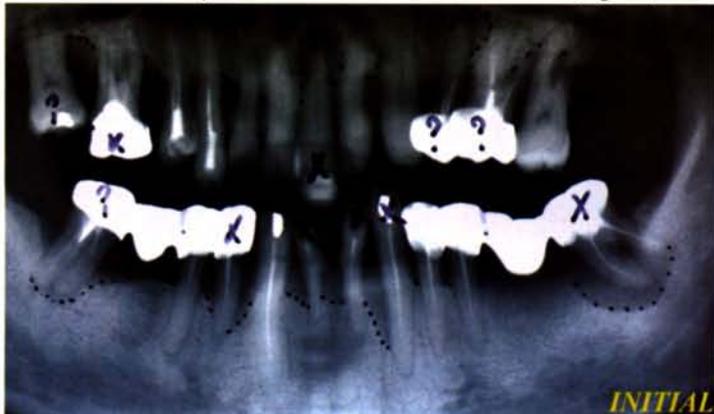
Examen radiographique initial
